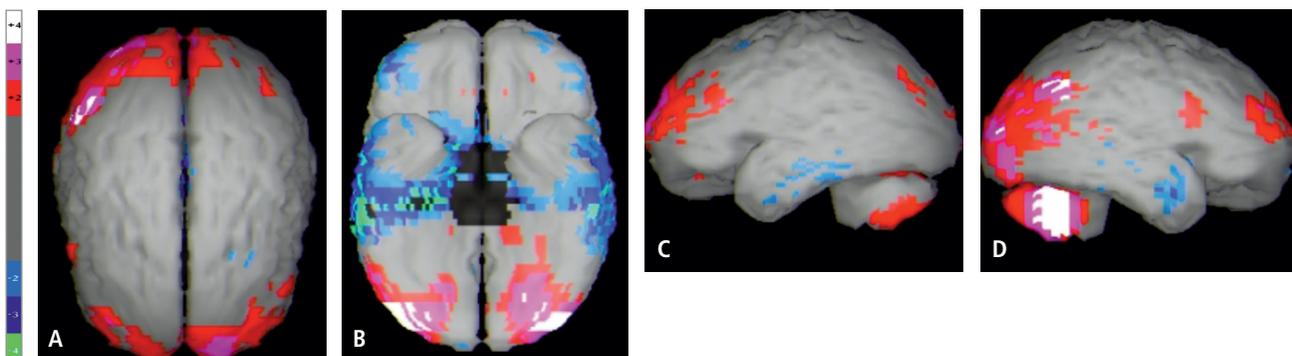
SPECT Cerebral muestra la perfusión cerebral utilizando a una escala de colores. El color gris muestra una perfusión dentro rangos normales y luego los colores rojo, rosado y blanco una perfusión aumentada y los colores azul claro y oscuro una perfusión cerebral disminuida. Este examen no muestra anomalías de la perfusión cerebral significativas. Las áreas de aumento de la perfusión tienen una explicación funcional. Las áreas de relativa hipoperfusión ubicadas en la región temporal anterior inferior son relativamente de menor extensión y simétricas.
